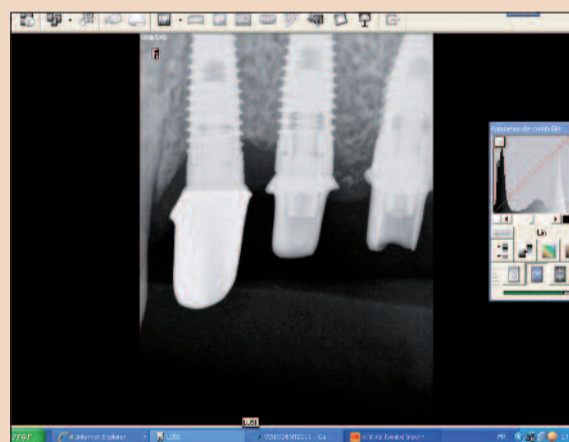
Контрольная рентгенограмма после установки абатменов.
